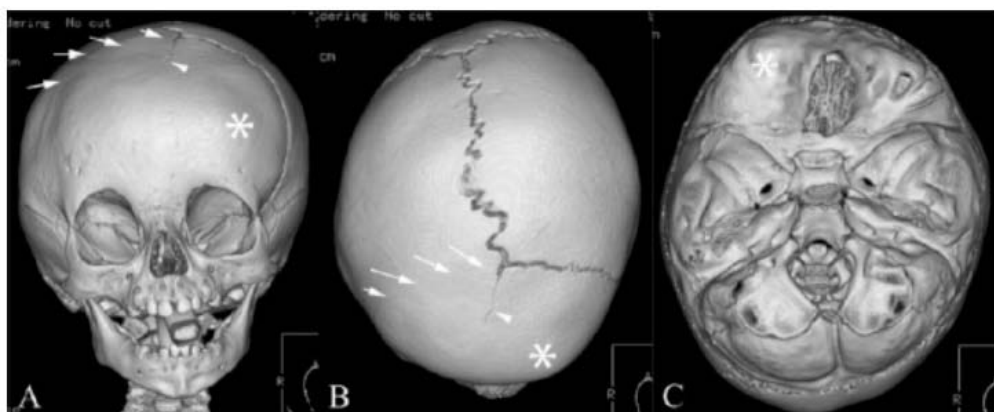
TDM 3D montrant une synostose unicononale droite[92]
